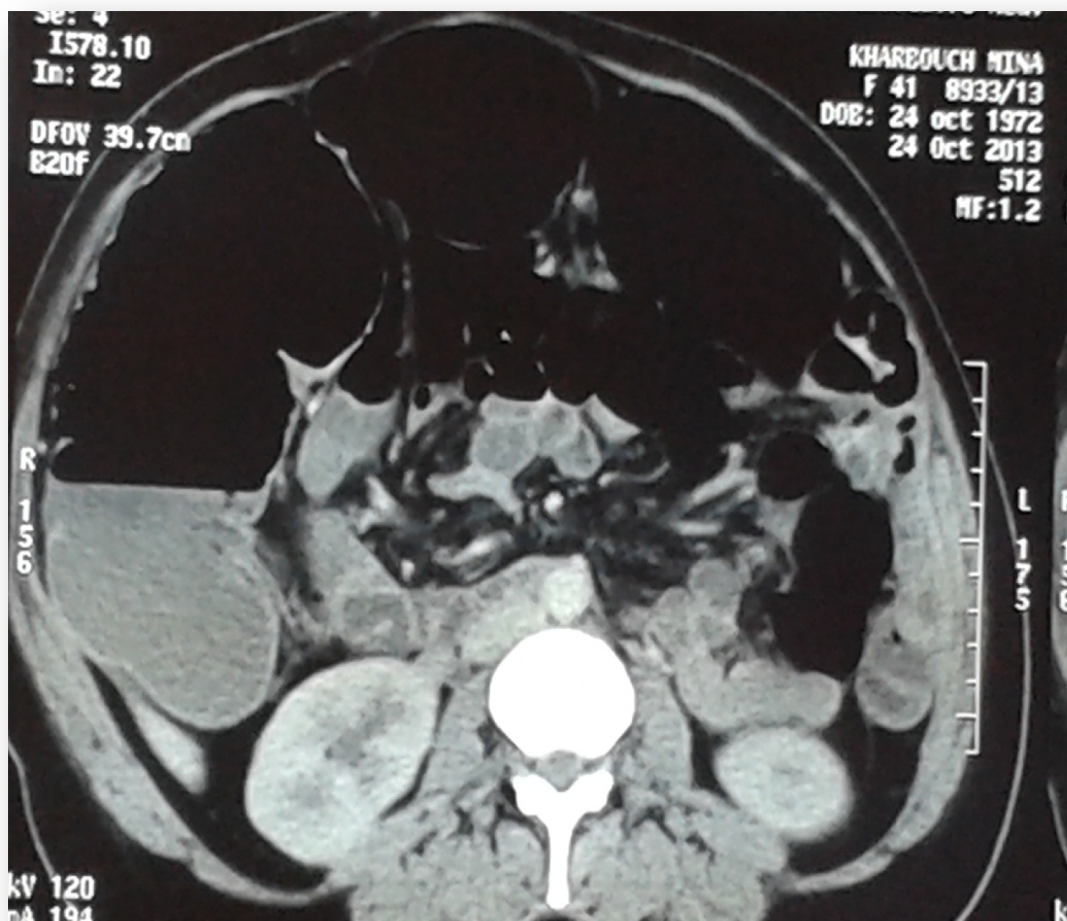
(TDM) : Dilatation massive du côlon. Aspect scannographique de la dilatation colique. Scanner : la dilatation colique.
